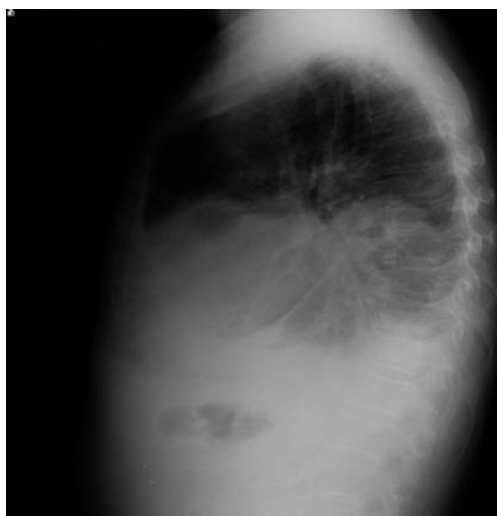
Radiografía lateral de tórax al segundo ingreso.
